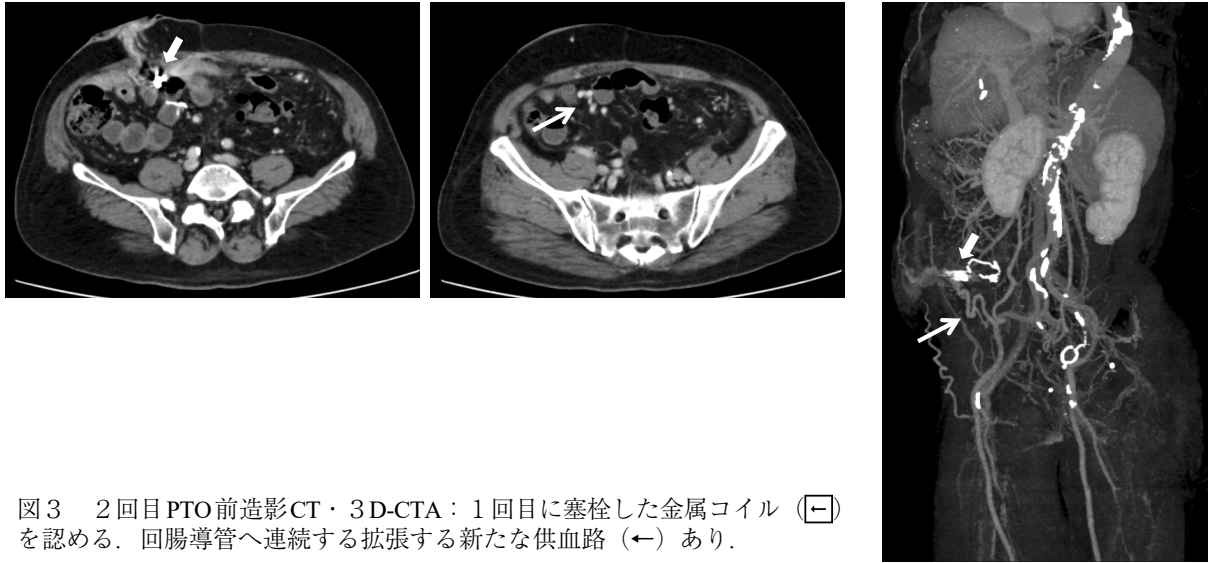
2回目PTO前造影CT・3D-CTA：1回目に塞栓した金属コイル（ $\square$ ）を認める。回腸導管へ連続する拡張する新たな供血路（ $\blacktriangleleft$ ）あり。
